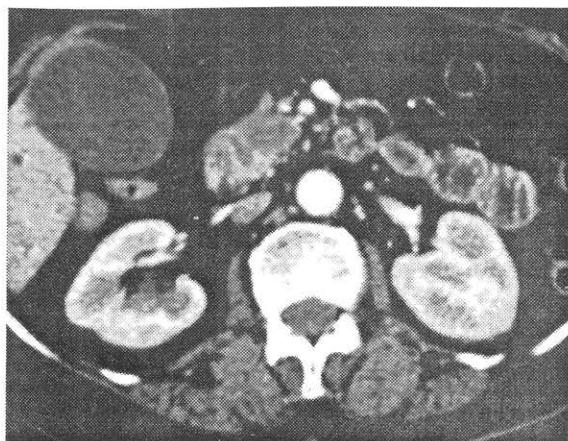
Arteryel fazda alınan spiral BT tetkikinde pankreas başında kitle izlenmektedir. SMA (Superior mezenterik arter)'de invazyon dikkat çekmiştir(inoperabl).
